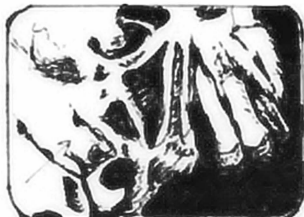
Radiografía oclusal de maxilar superior. Tercer — molar retenido con intensa caries en su porción coronaria — (resorción idiopática; señalado con flecha).
